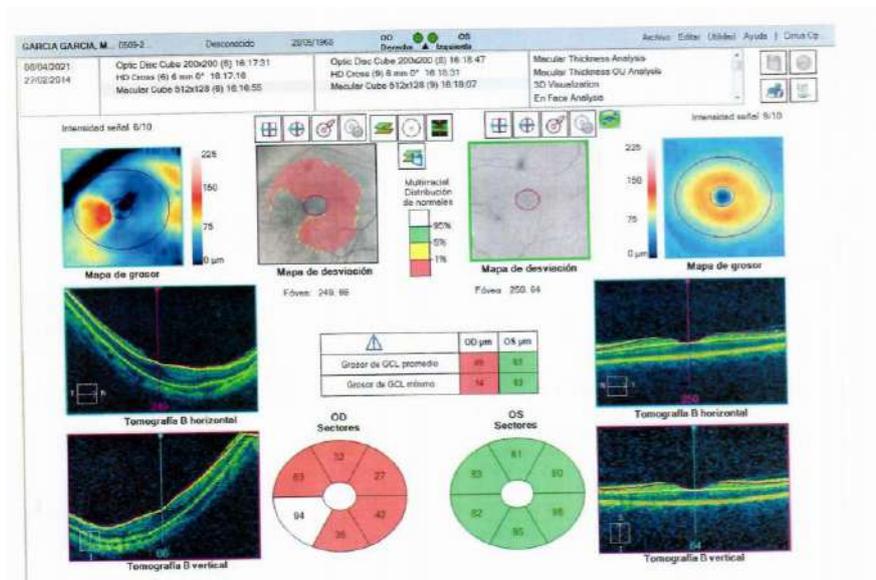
Tomografía de ambos ojos con sus grosores de retina.
